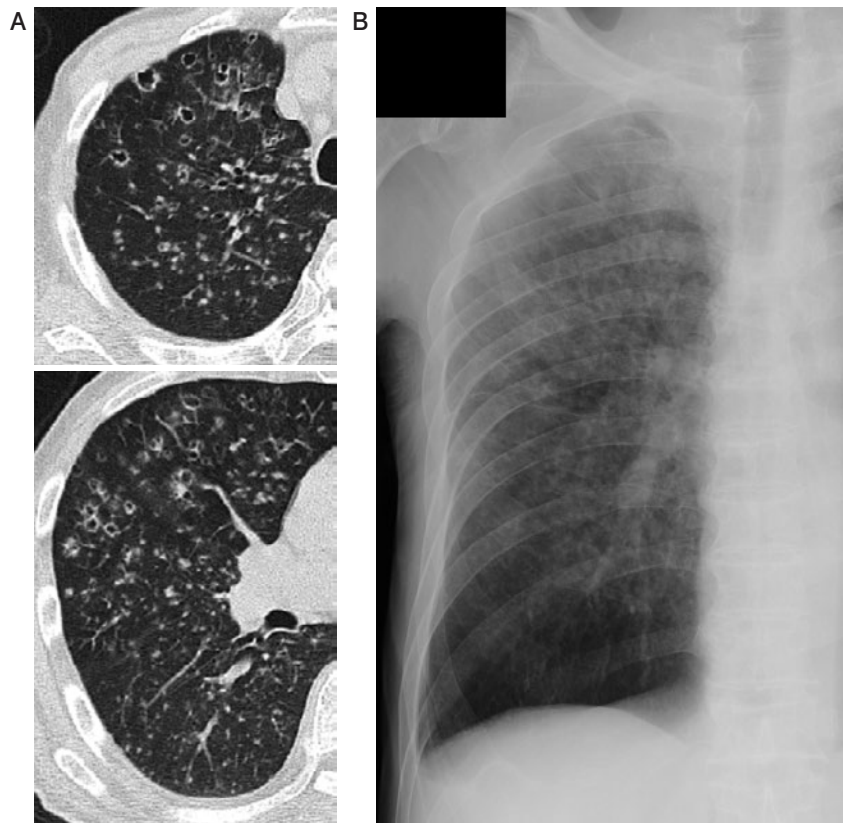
症例4. (A) thin slice CT. 上中肺野のCTでは、粟粒影に混じって最大径10mmまでの小嚢胞が前方優位に高率に認められる。小嚢胞はランダムに分布しており、あたかも粟粒影が一斉に空洞化したようにみえる。(B) ポータブルX線AP像。上中肺野主体に粒状・網状～小嚢胞状・線状影がみられる。
